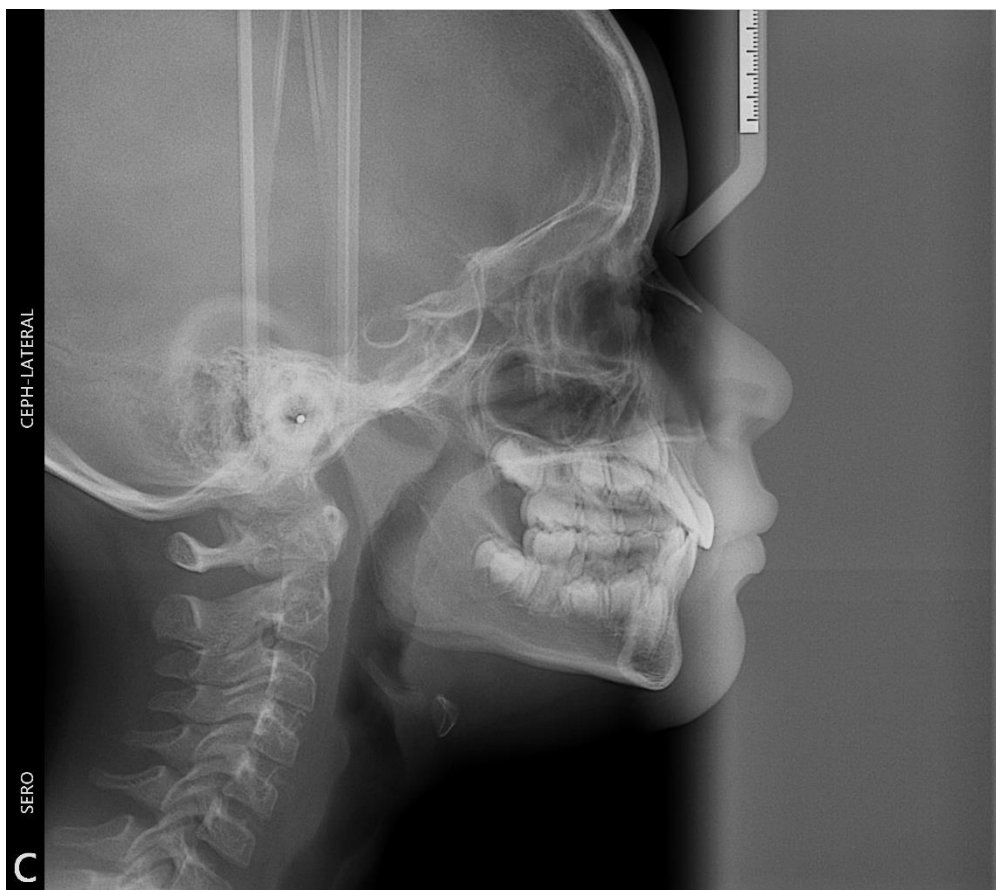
Telerradiografia cefalométrica em norma lateral da face.
